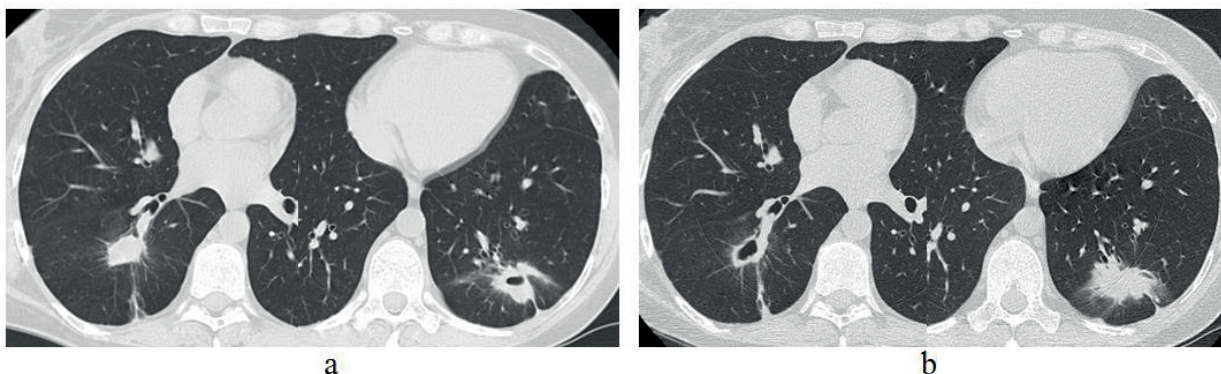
Фрагмент КТ ОГК на 9 (а) и 10 году наблюдения (б)
